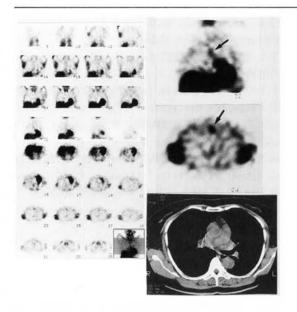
重症筋無力症(osserman IIB), 胸腺過形成。55歳女性。X-CTは前縦隔に脂肪densityの中に斑点状の軟部組織densityを示し、胸腺腫を示唆している。
